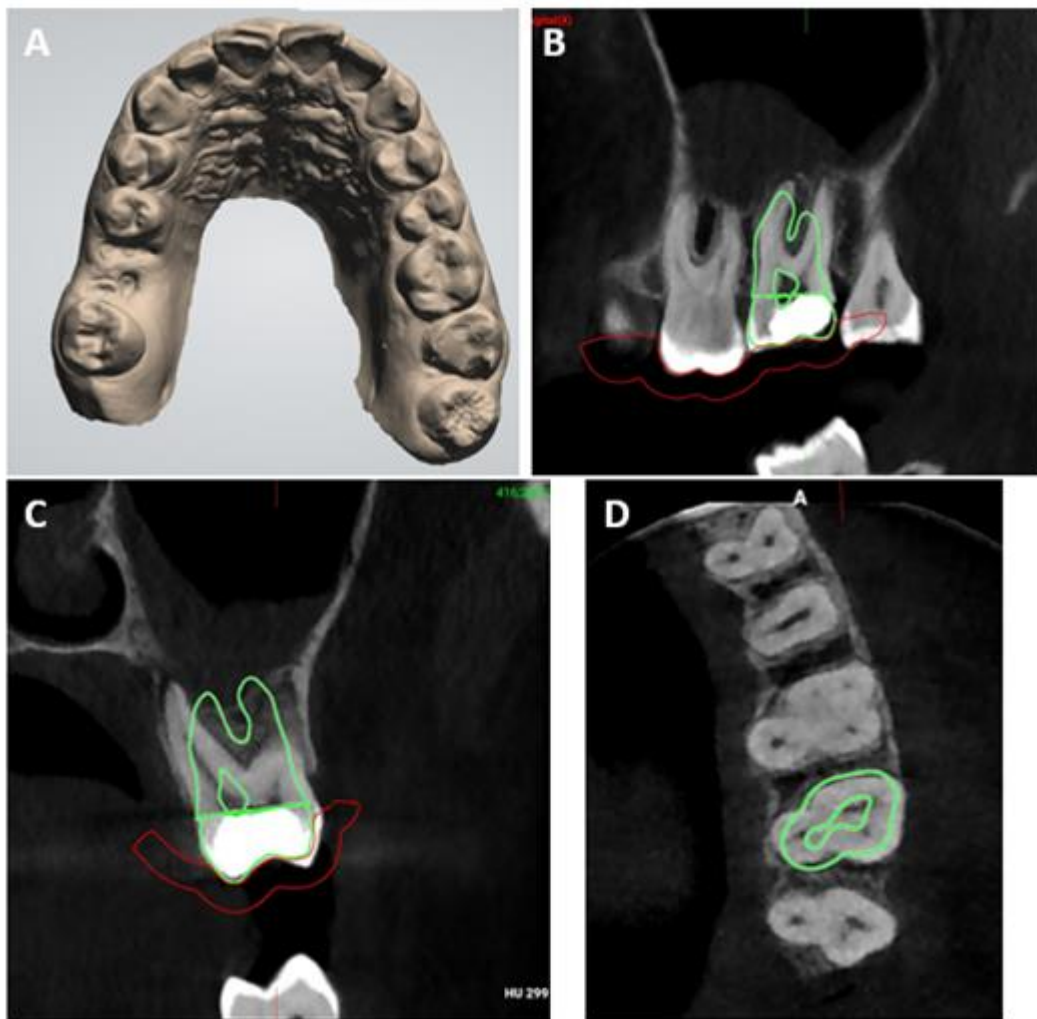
Planeación virtual del diente donante en el sitio del diente 27, A) Escáner en 3D del maxilar, B) Imagen limitada de tomografía computarizada de haz cónico (CBTC) vista sagital del diente 27 y del diente donante en la nueva posición (en verde) y la plantilla guía (rojo), C) Vista en corte coronal del diente 27 y planeación del posicionamiento del diente 28 (en verde), D) Vista axial. Fuente propia cortesía doctora Esp. Alejandra Heredia Morán.
